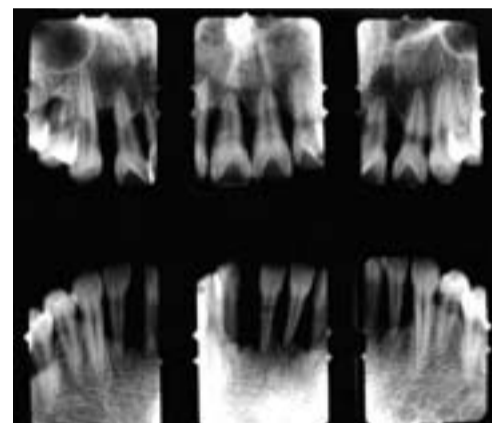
Röntgenstatus der Patientin im Alter von 18 Jahren. Ausgeprägte Parodontaldestruktion der Ober- und Unterkieferfrontzähne.
